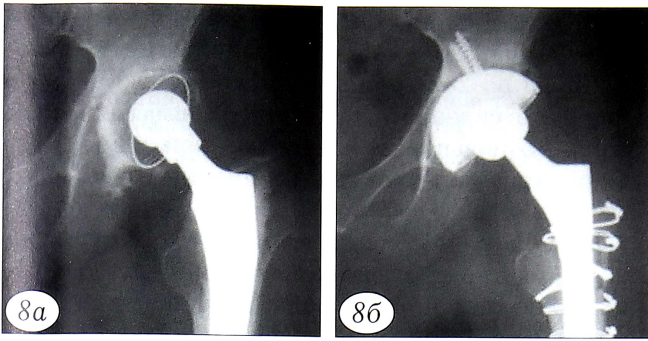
Рентгенограммы больной Ш. 72 лет с дефектом вертлужной впадины типа 2А до (а) и после (б) ревизионной операции с использованием чашки типа фиксации press-fit.
